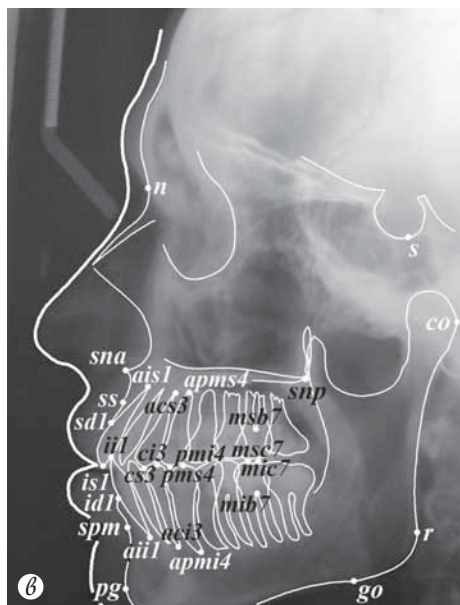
Этапы редактирования компьютерного изображения телерентгенограммы головы (объяснение в тексте):
